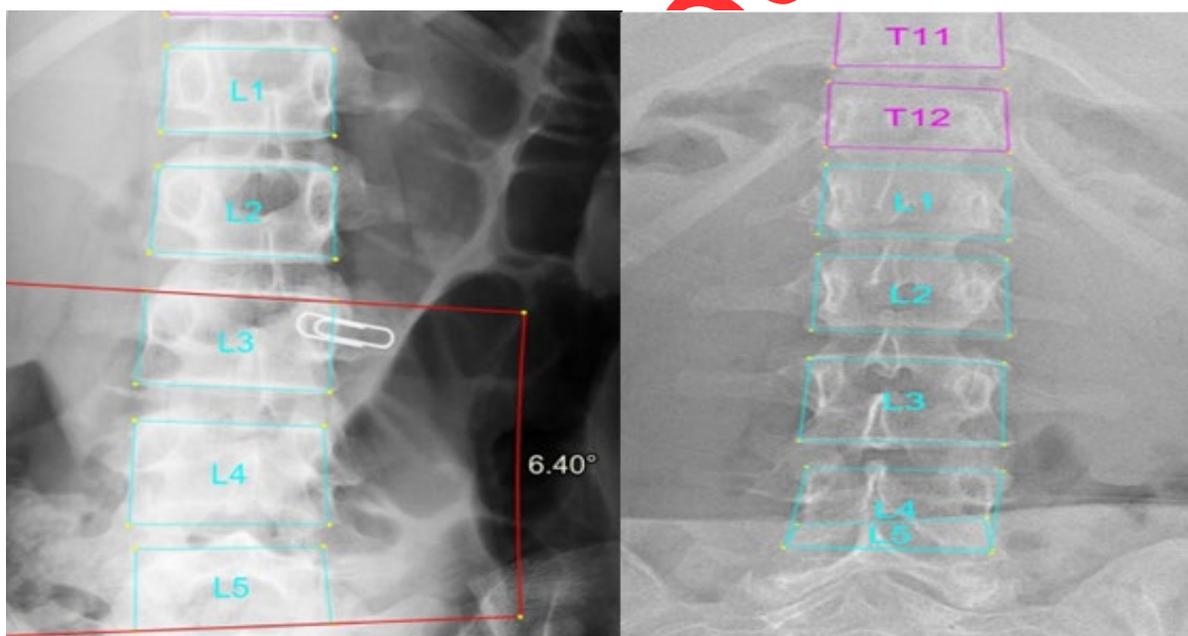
Ошибки в разметке позвонков на рентгенограммах с оценкой 0 (норма). Ошибки в определении тела позвонка L 5 могут привести к ложноположительным результатам (слева).
